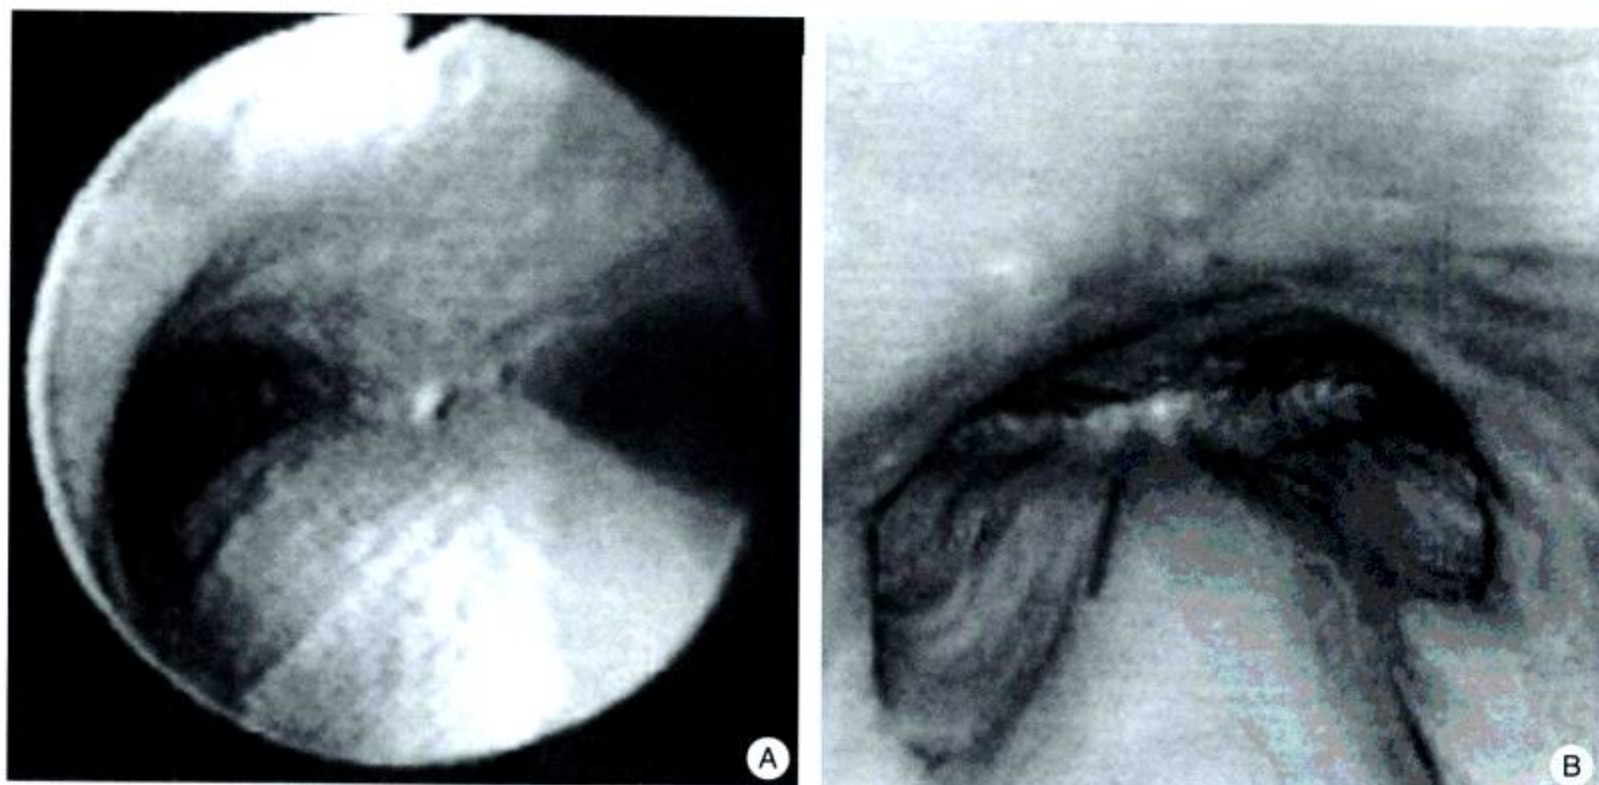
气管分歧部传统内镜和 CT 仿真内镜效果对比图
